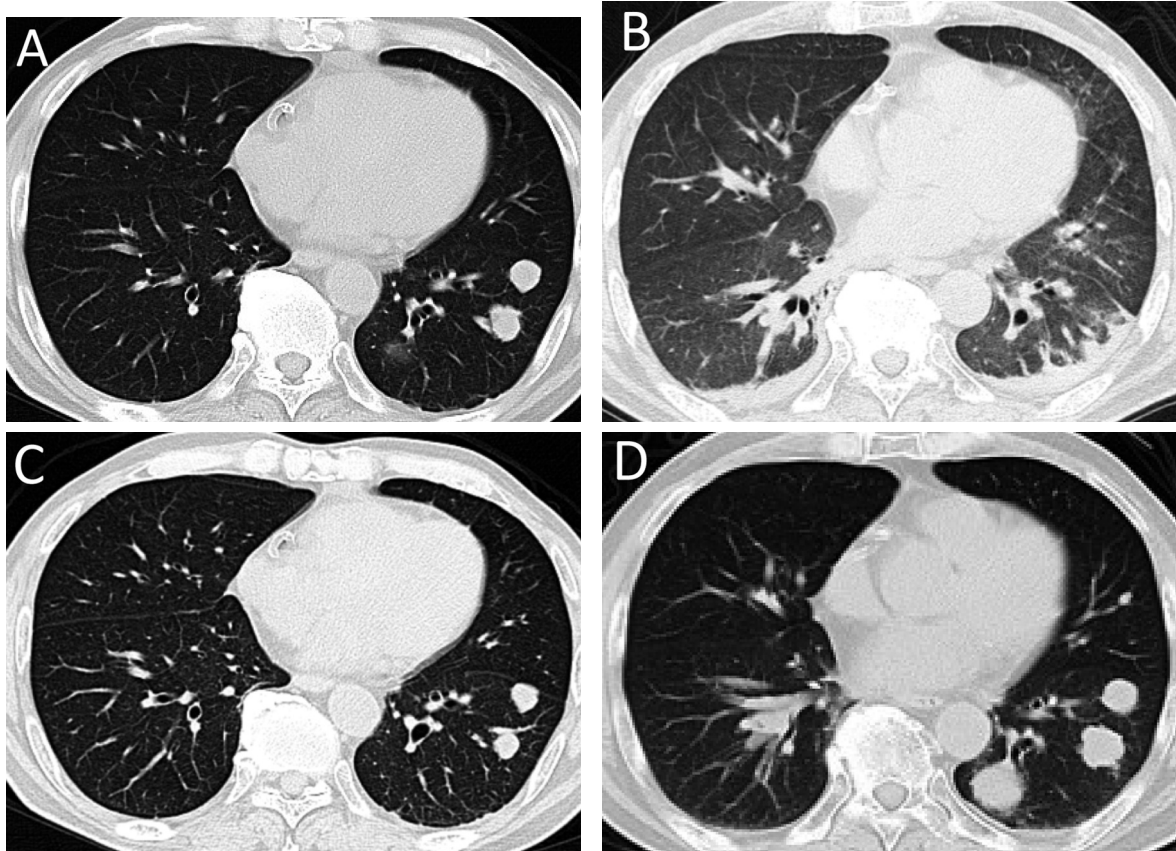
A: CT performed before the initiation of sunitinib therapy revealed multiple lung metastases. B: 17 days after initiation of sunitinib therapy, CT showed diffuse ground-glass opacities in both lungs. The lung metastases showed complete response. C: 10 days after cessation of sunitinib therapy, the consolidation was completely diminished; however, relapse of lung metastases was observed. D: After 2 courses of sunitinib therapy, CT showed the growth of lung metastases.
